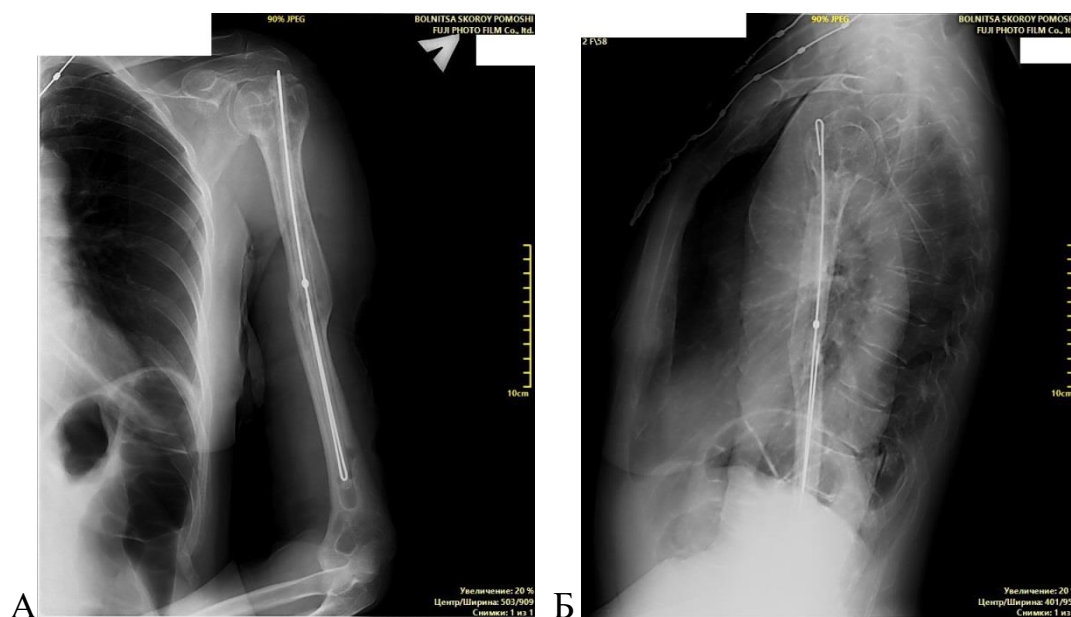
Рентгенограммы левой плечевой кости в прямой (А) и боковой (Б) проекции пациентки 3., 58 лет, перед извлечением армированного антимикробного спейсера
